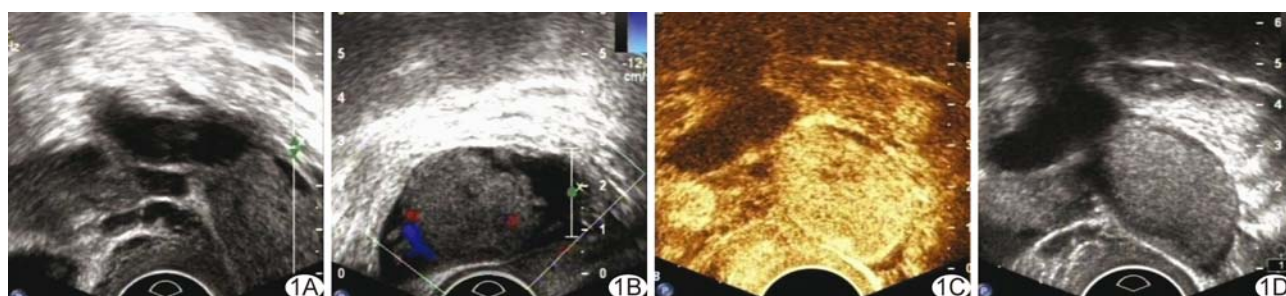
输卵管恶性 Brenner 瘤 A、B. 常规超声图像; C、D. CEUS 图像
